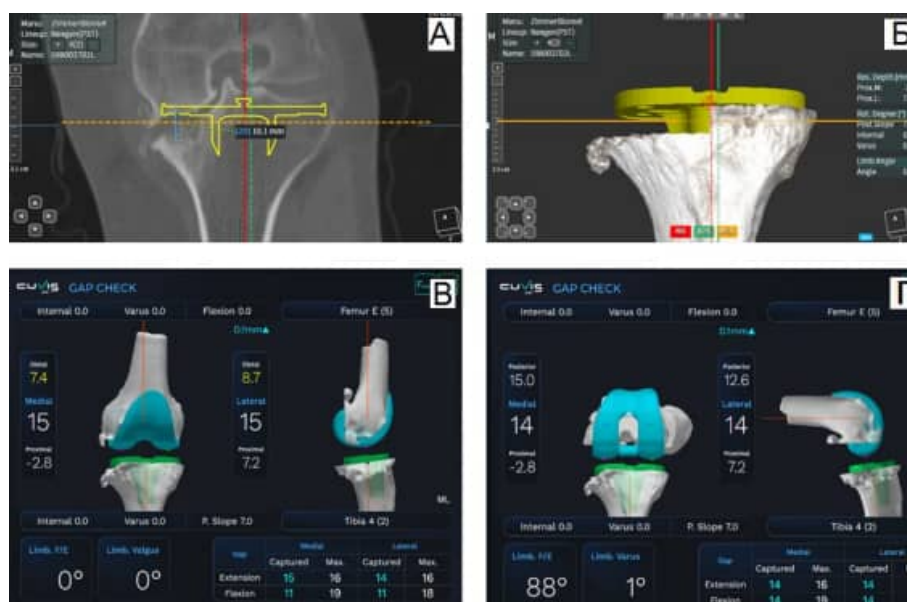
КТ-планирование аугмента (А). 3D -модель опилов с аугментом (Б). Контрольный Гар-чек в разгибании (В). Контрольный Гар-чек в сгибании (Г)
